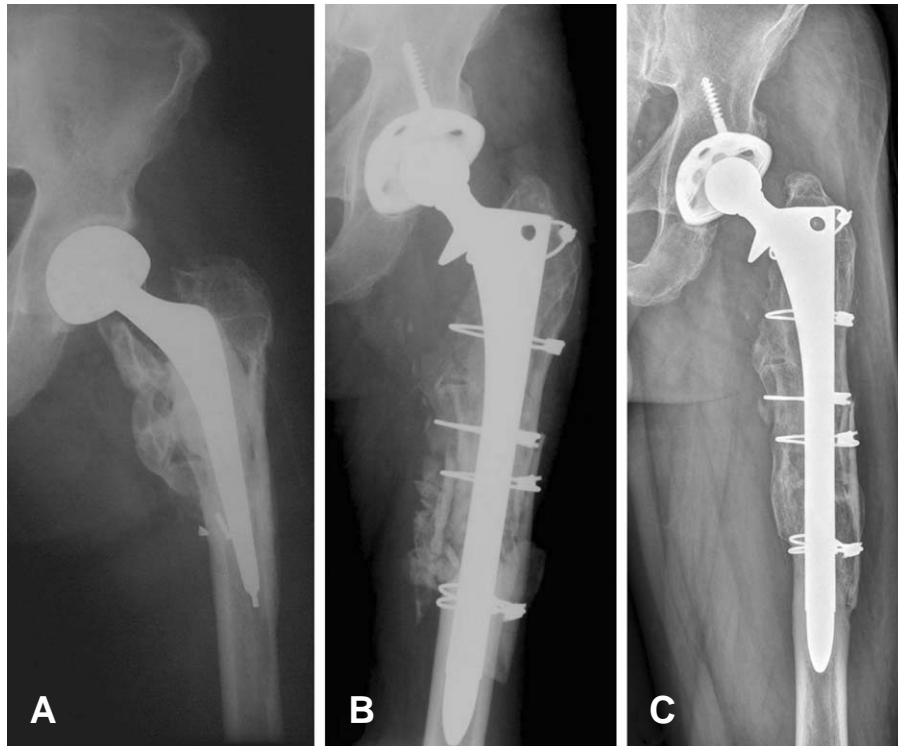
(A) Preoperative radiograph shows periprosthetic fracture with an extensive osteolysis around the stem. (B) Postoperative radiograph shows an excellent fixation with an extensively porous-coated stem and cortical strut allograft. (C) Radiograph obtained 7 years postoperative shows a consolidation and union of the periprosthetic fracture.
